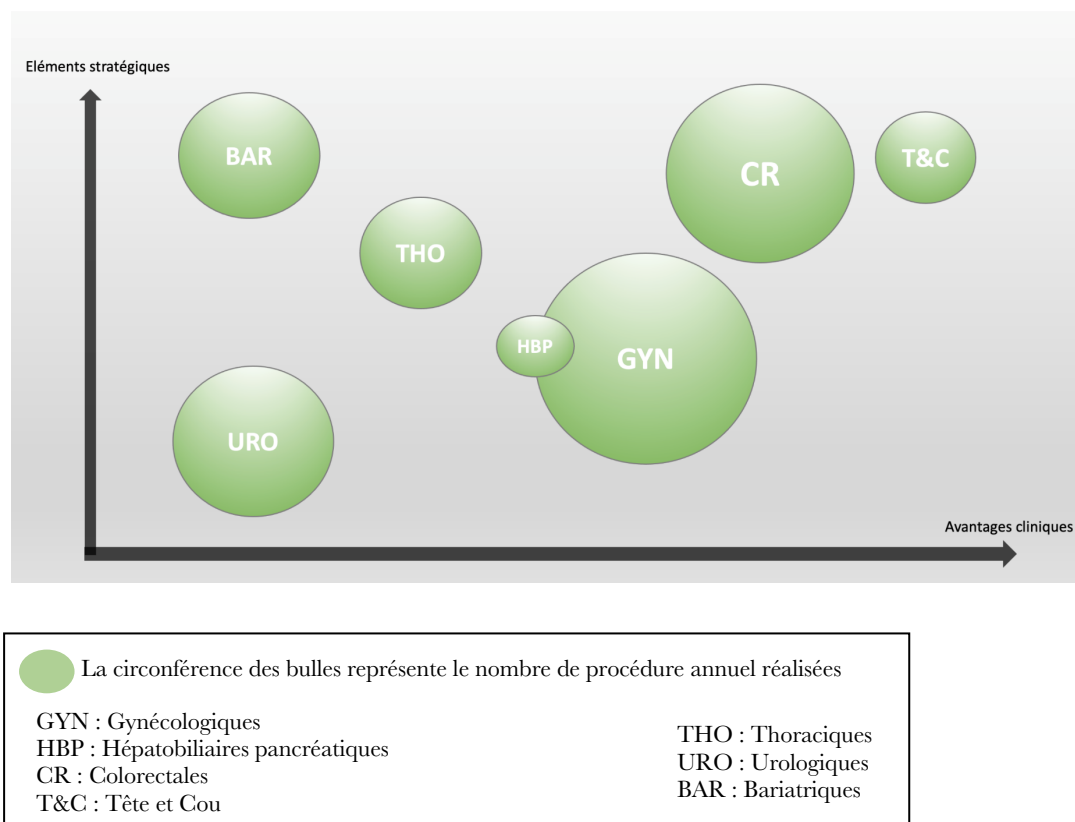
Carte de positionnement des Chirurgies d'intérêts selon les avantages cliniques et stratégiques permis par l'utilisation du bistouri à ultrason
